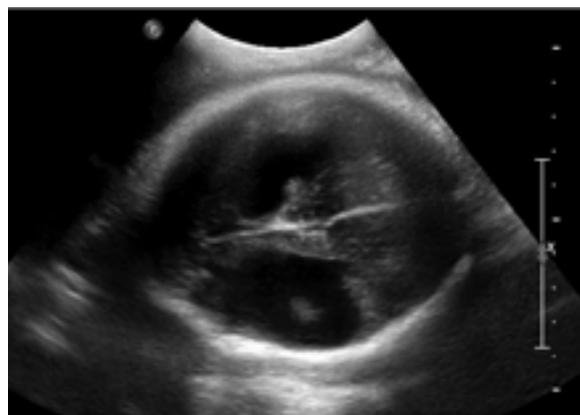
Шизэнцефалия, двустороннее поражение тип II (УЗИ плода, 2 триместр, КДЦ «ОЗМР»)
